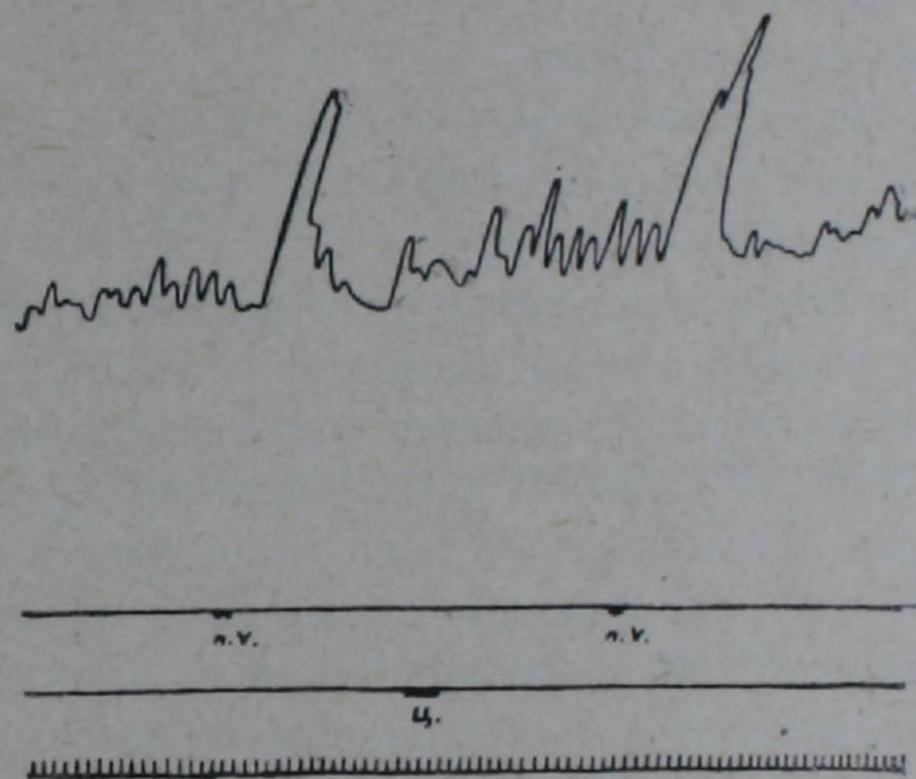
Сокращение кишечной петли при раздражении волокон блуждающего нерва до и после введения в ток перфузионной жидкости цистеина. Сверху вниз: запись сокращения кишечного отрезка, отметка электрического раздражения волокна вагуса, отметка введения цистеина.
